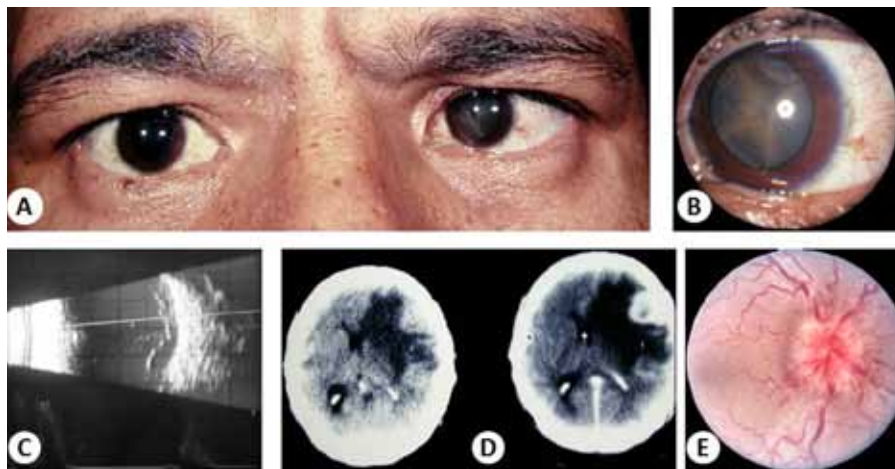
(A). Desprendimiento total de la retina izquierda; (B). A mayor magnificación. (C). Ecosonograma ocular izquierdo modo B donde se aprecia desprendimiento de la retina. (D). Tomografía computarizada cerebral en proyección axial: Metástasis parietal izquierda con acentuado edema vasogénico y desplazamiento de estructuras mediales. (E). Papiledema.
